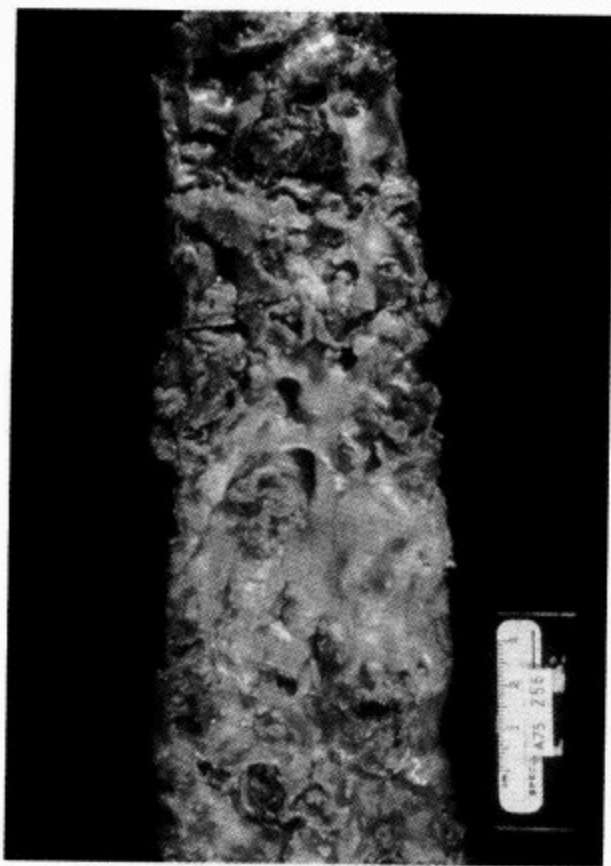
冠状动脉旁路移植术前一患者经食管心脏超声可见主动脉弓和升主动脉严重的突向管腔且活动性的斑块病变,术后患者死亡,尸体解剖见降主动脉存在同样严重的病变
